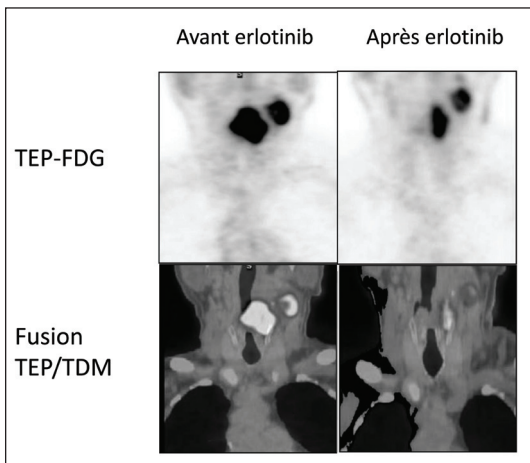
Images tomodensitométriques et fusion TEP-FDG/TDM d'un même patient, en coupe coronale, avant et après 18 jours d'erlotinib. Une réponse métabolique était observée (associée à une réponse moléculaire).
